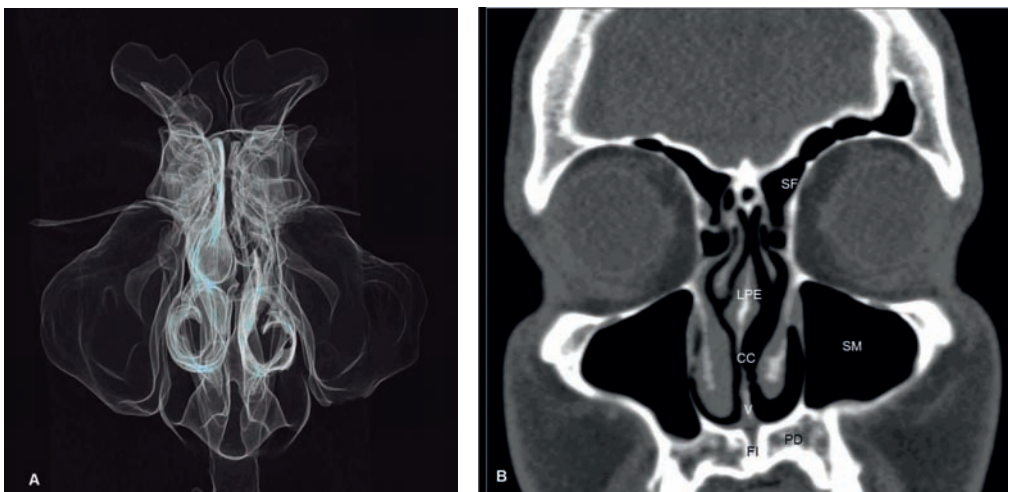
TC con reconstrucción 3D VR de vía aérea (A) y MPR (B) ambas en coronal. SF: seno frontal; LPE: lámina perpendicular del etmoides; CC: cartílago cuadrangular; V: vómer; PD: paladar; FI: foramen incisivo; SM: seno maxilar.
